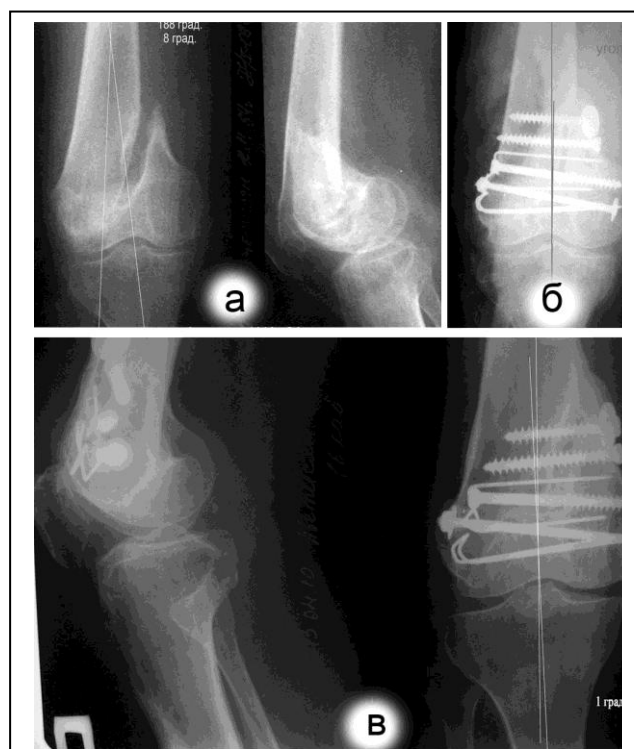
Рентгенограммы больной А., 64 г.: а) диагноз - тугой ложный сустав дистального эпиметафиза бедренной кости, травма 1 год назад; б) в день операции фрезевой костной пластики; в) контроль через 8 мес., вживление цилиндрического трансплантата, сращение ложного сустава
